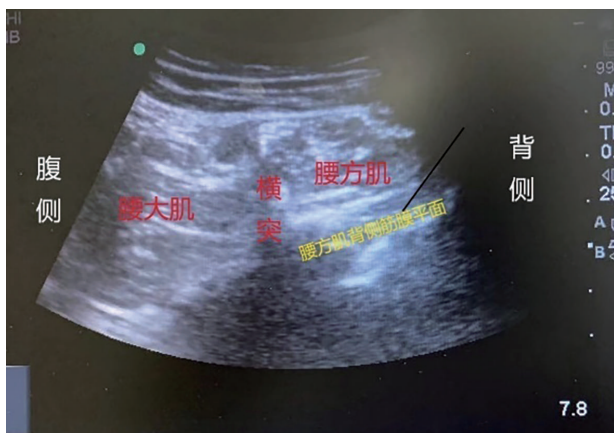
超声引导腰方肌后侧筋膜平面阻滞(黑色标志线为穿刺针穿刺路径)
